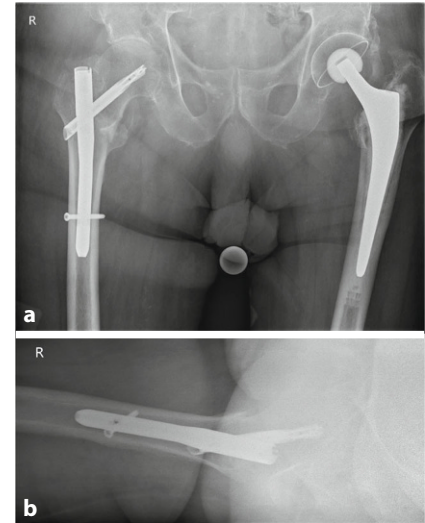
▲ a,b Intraoperative Röntgenkontrolle nach TFNA-Implantation mit regelrechter Lage der Schenkelhalsklinge im a.-p.- und axialen Strahlengang
